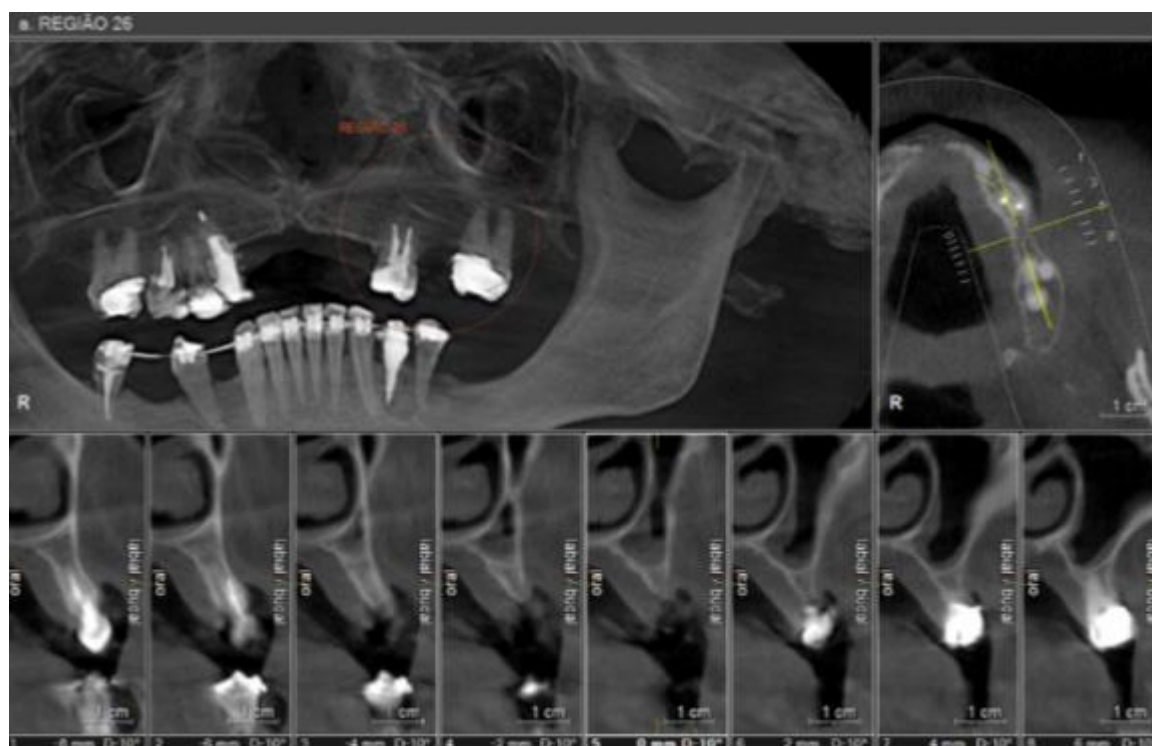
Tomografia inicial.
